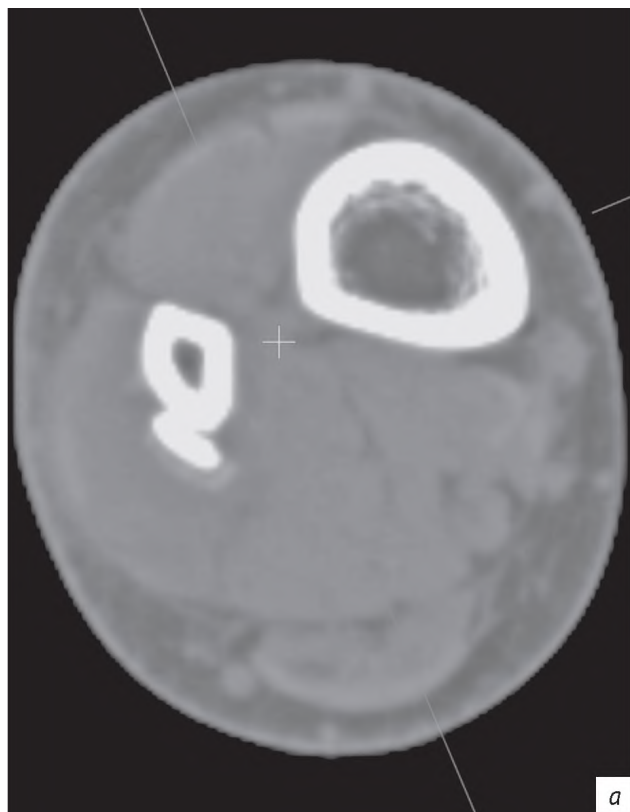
Томограммы пациента с признаками консолидации надсиндесмозного перелома дистальной трети диафиза малоберцовой кости в аксиальной (a) и сагиттальной (b) плоскостях в режиме Soft Tissue. Срок с момента травмы – 31 сут
